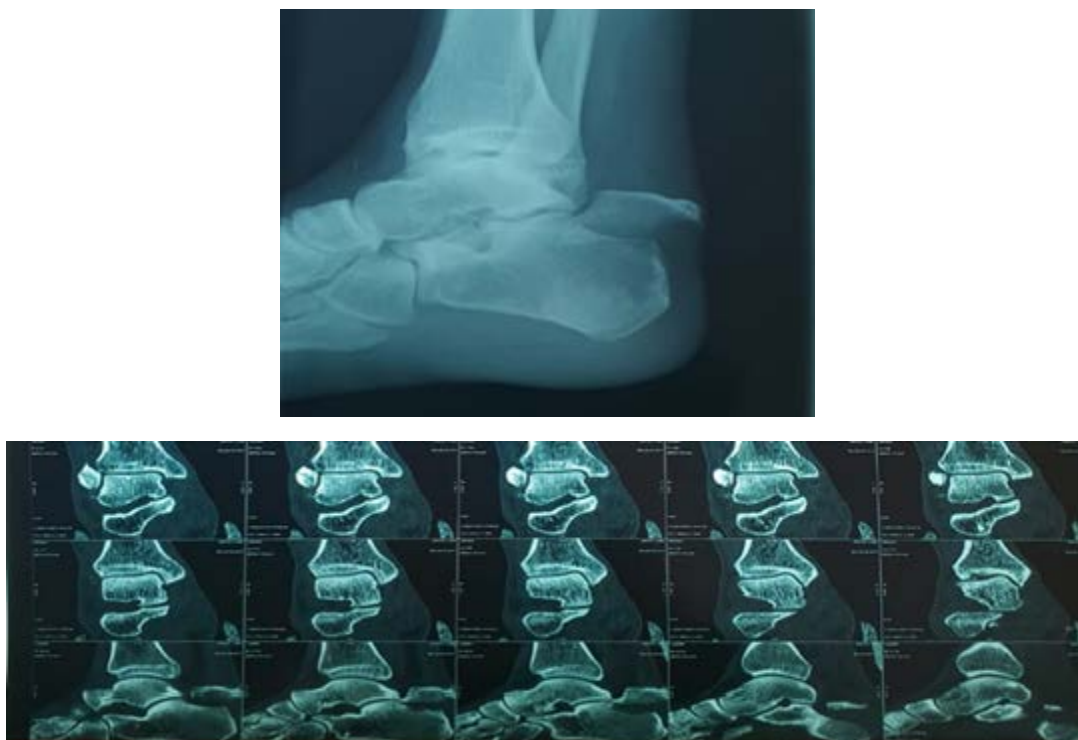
radiographie standard et TDM montrant une fracture extra thalamique type A (Hôpital Moulay Ismail de Meknès)
